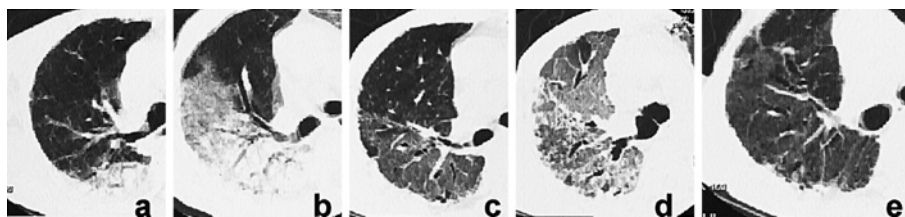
High-resolution computed tomography (HRCT) images of the right lung at the level of the main bronchi of case 3. He was admitted with lobar pneumonia in the right lower lobe and left upper and lower lobes. (a) The HRCT image obtained on admission shows no abnormal shadow in right upper lobe. (b) The HRCT image obtained on the 8th hospital day demonstrates markedly increased extent of disease in the right upper lobe with consolidation and ground-glass opacities. The serum KL-6 level was 430 U/ml. (c) The HRCT image obtained on the 39th hospital day shows some resolution of the consolidation and ground-glass opacities. The serum KL-6 level was 681 U/ml. (d) The HRCT image obtained on the 57th hospital day shows extensive right upper lobe ground-glass opacities. The serum KL-6 level was 1,024 U/ml. (e) The HRCT image three months later shows much improvement, but residual ground-glass opacities. The serum KL-6 level was 3,148 U/ml.
